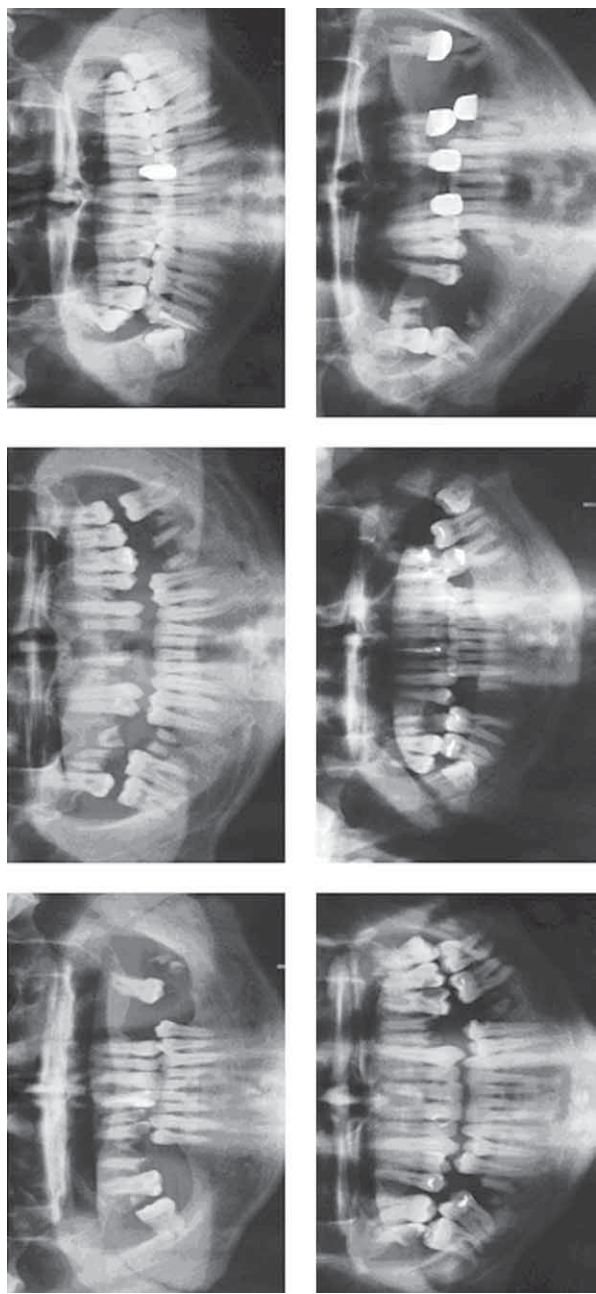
Ортопантомограммы пациентов с патологической стираемостью зубов разных степеней тяжести
